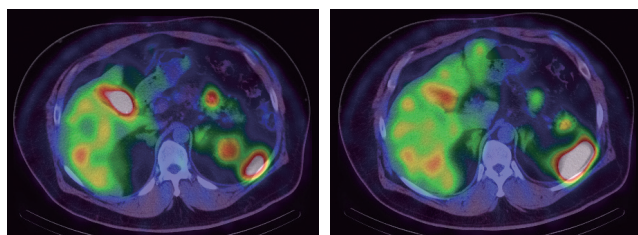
ソマトスタチン受容体シンチ CT-SPECT fusion 画像
